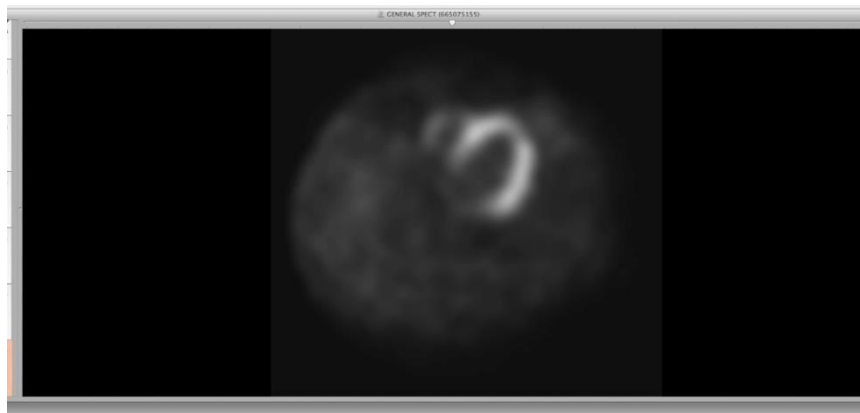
Imagen SPECT plano axial desplegada en Osirix^R
